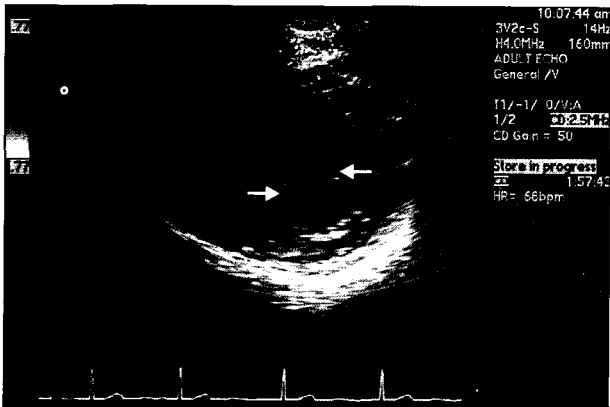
Transesophageal echocardiogram shows both cleft edges of anterior mitral leaflet (arrows).
